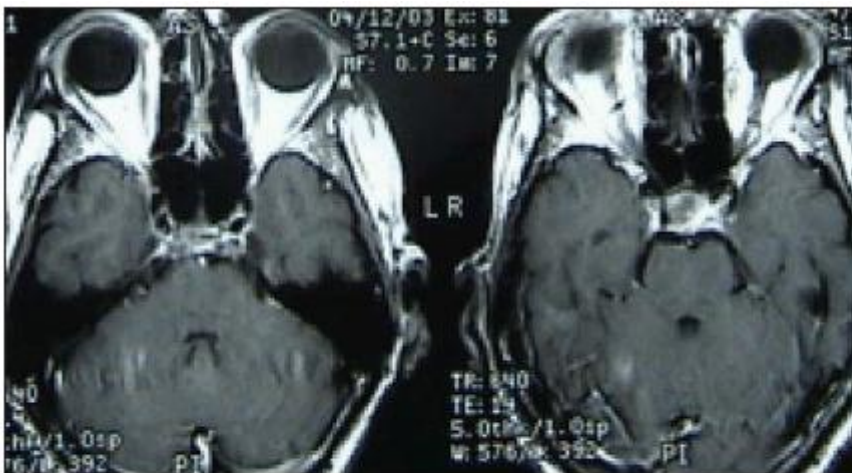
Серия томограмм от 4.12.03 (описание в тексте)
